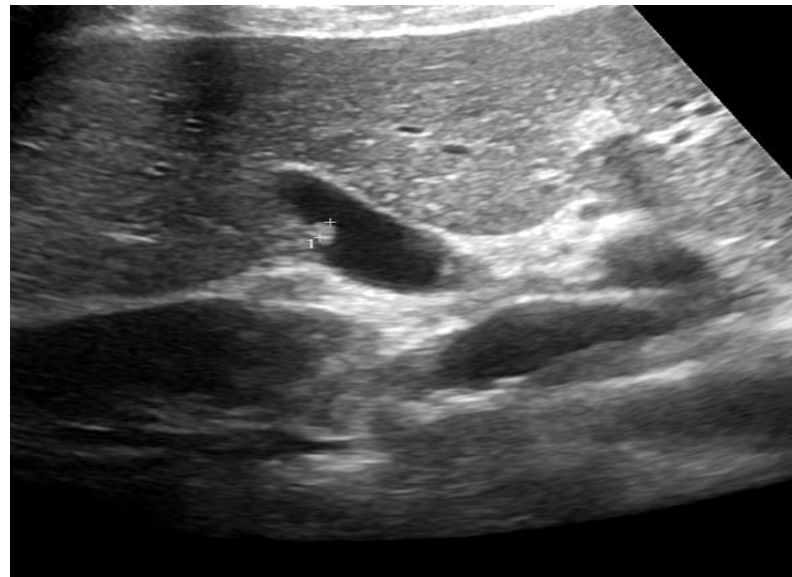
TC con contraste. Pólipo milimétrico benigno en la pared vesicular.
